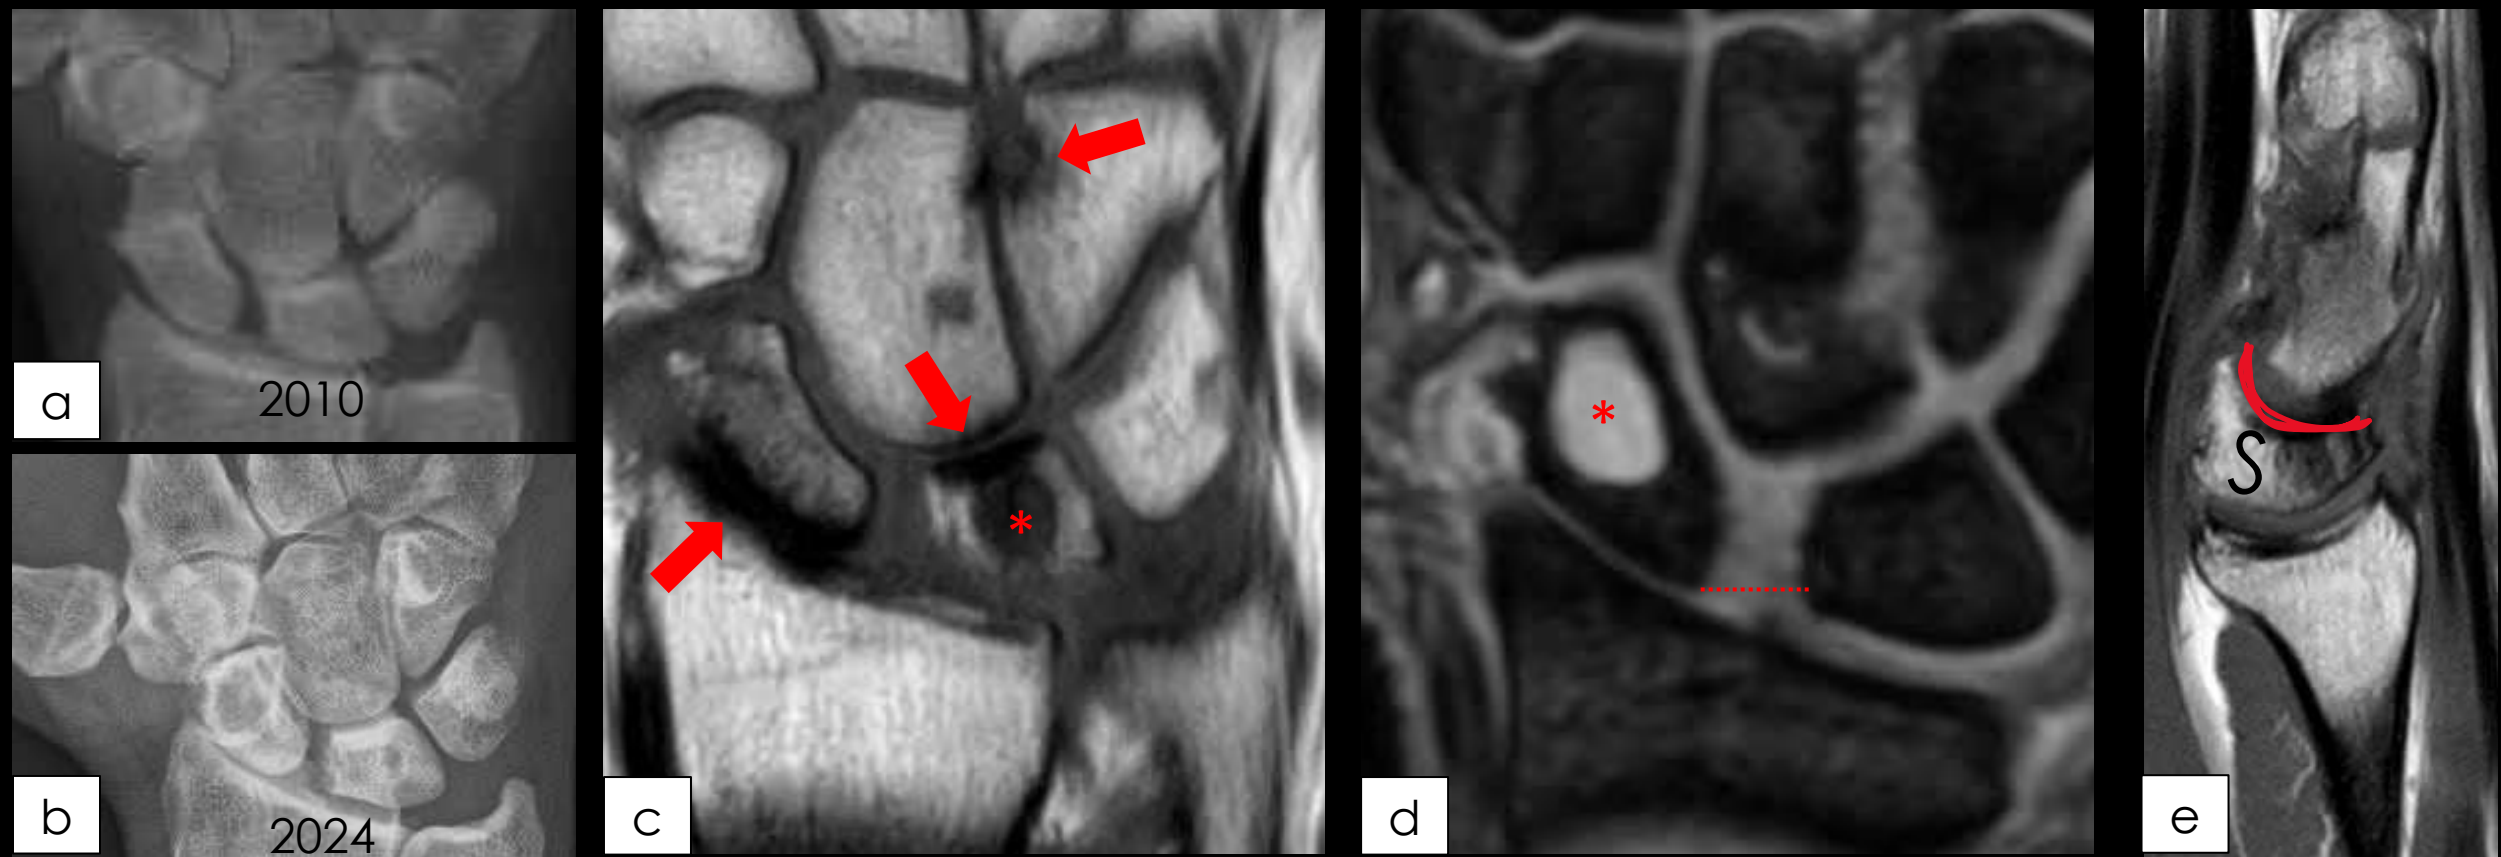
Paciente con antecedente de fractura de escafoides en 2010 (a) y dolor. En la radiografía de 2024 (b) se observa una ausencia de consolidación de la fractura y cambios degenerativos de predominio radioescafoideos. Hallazgos que se correlacionan con los de la RM, apreciando en T1 (c) cambios degenerativos radioescafoideos, grande-semilunar y grande-ganchoso, con pinzamiento del espacio articular, así como gangliones intraóseos. Se objetivó un aumento del espacio escafolunar de hasta 4 mm (línea de puntos) sugestivo de rotura del ligamento EL. En secuencia T1 sagital (e) existe una angulación dorsal del semilunar (S) compatible con un patrón DISI. Todos estos hallazgos son compatibles con SNAC estadio IV.
